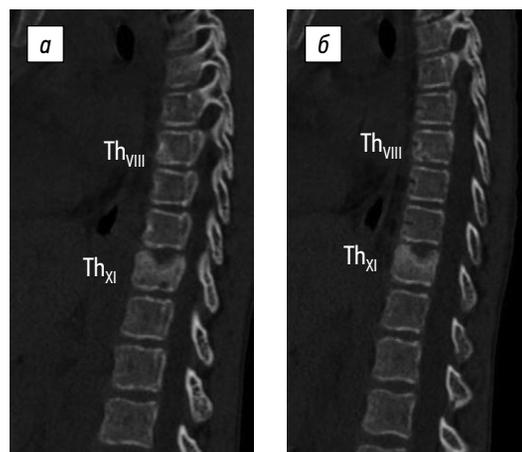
Компьютерная томограмма грудного отдела позвоночника с признаками деструктивных изменений тел позвонков Th_{VIII} и Th_{XI} через 3 мес. от начала заболевания
